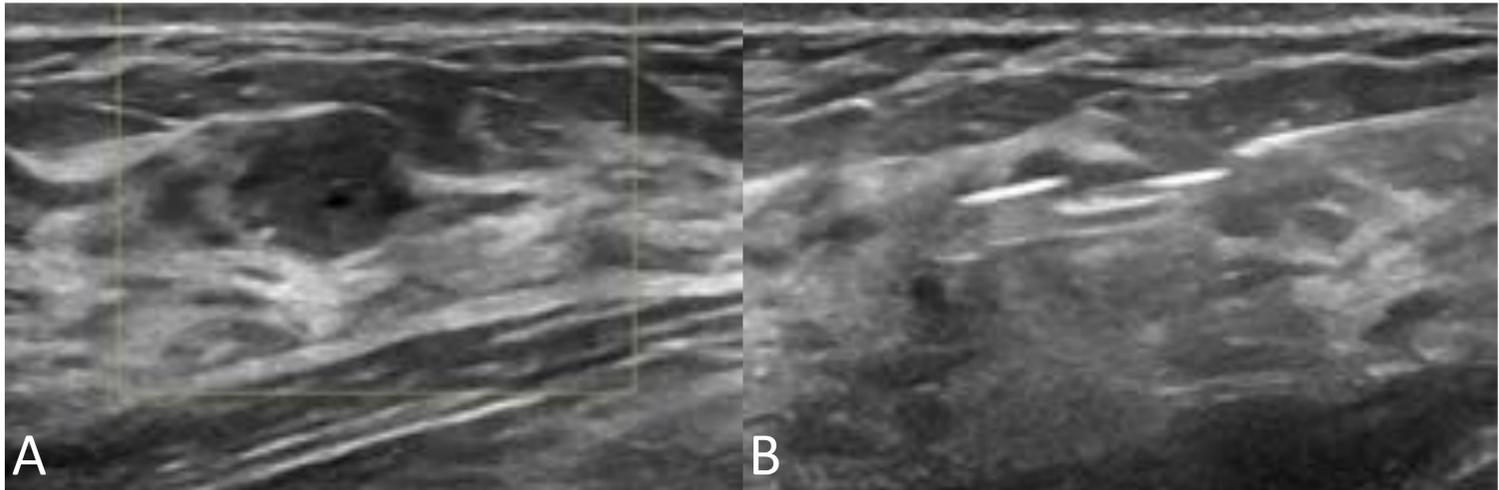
A. Ecografía Doppler, donde el nódulo irregular no muestra vascularización detectable. B. Imagen de BAG ecoguiada del nódulo. El resultado de anatomía patológica fue de fibroadenoma.
